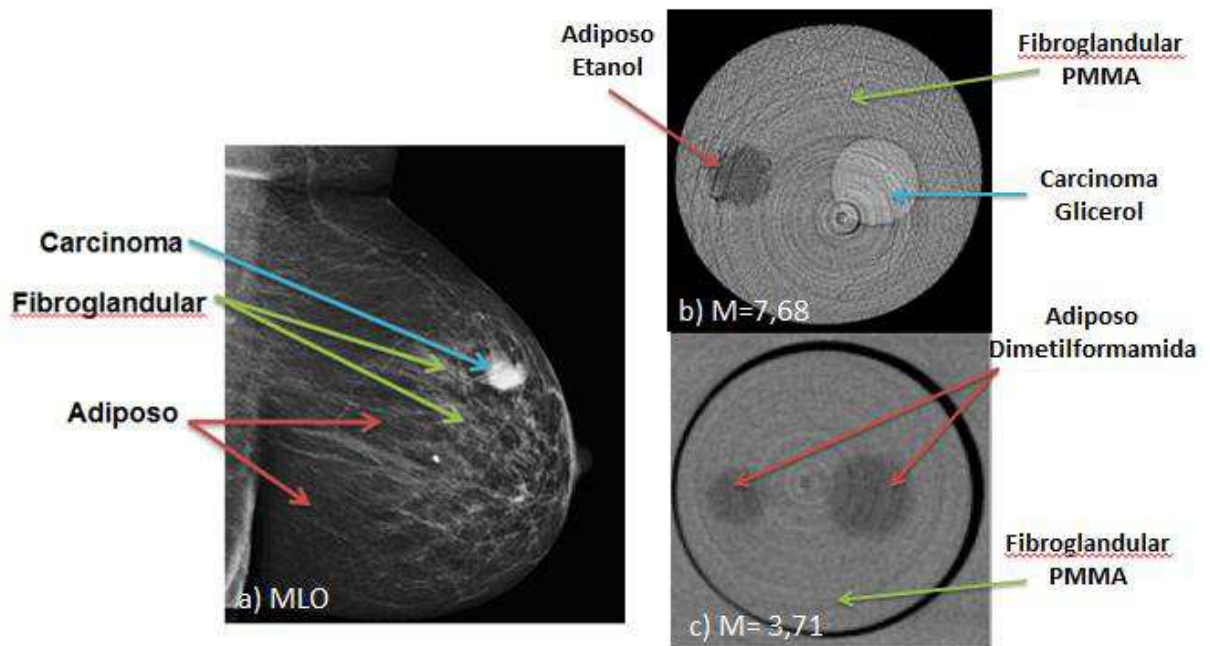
Comparativo entre a mamografia e a μ TC – CF. Em (a) mamografia em uma incidência médio lateral oblíqua (MLO) (Costa, 2008.). Em (b) tomografia por contraste de fase do phantom a magnificação M= 7,68. Em (c) tomografia por contraste de fase do phantom a magnificação M=3,73.
